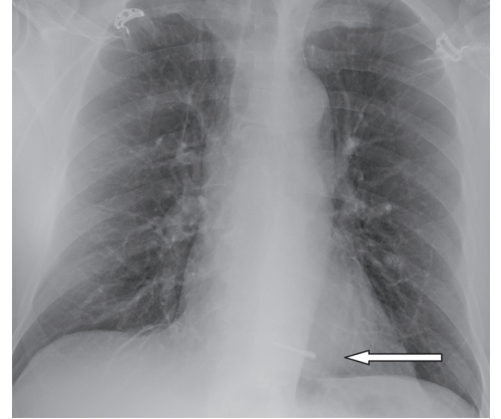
Рентгенограма пацієнта. Пряма проекція. Стороннє тіло лінійної форми в проекції серця (стрілка)
